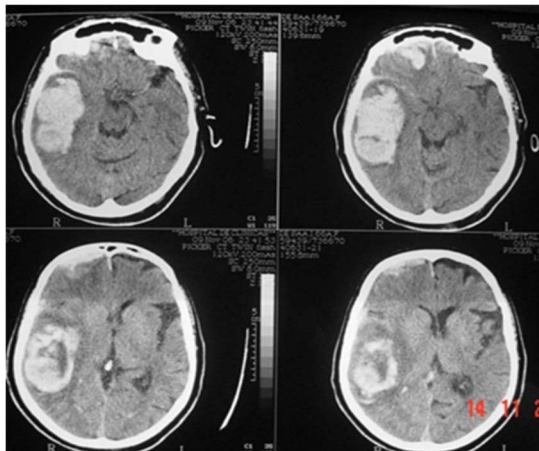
TAC de cráneo sin contraste.
